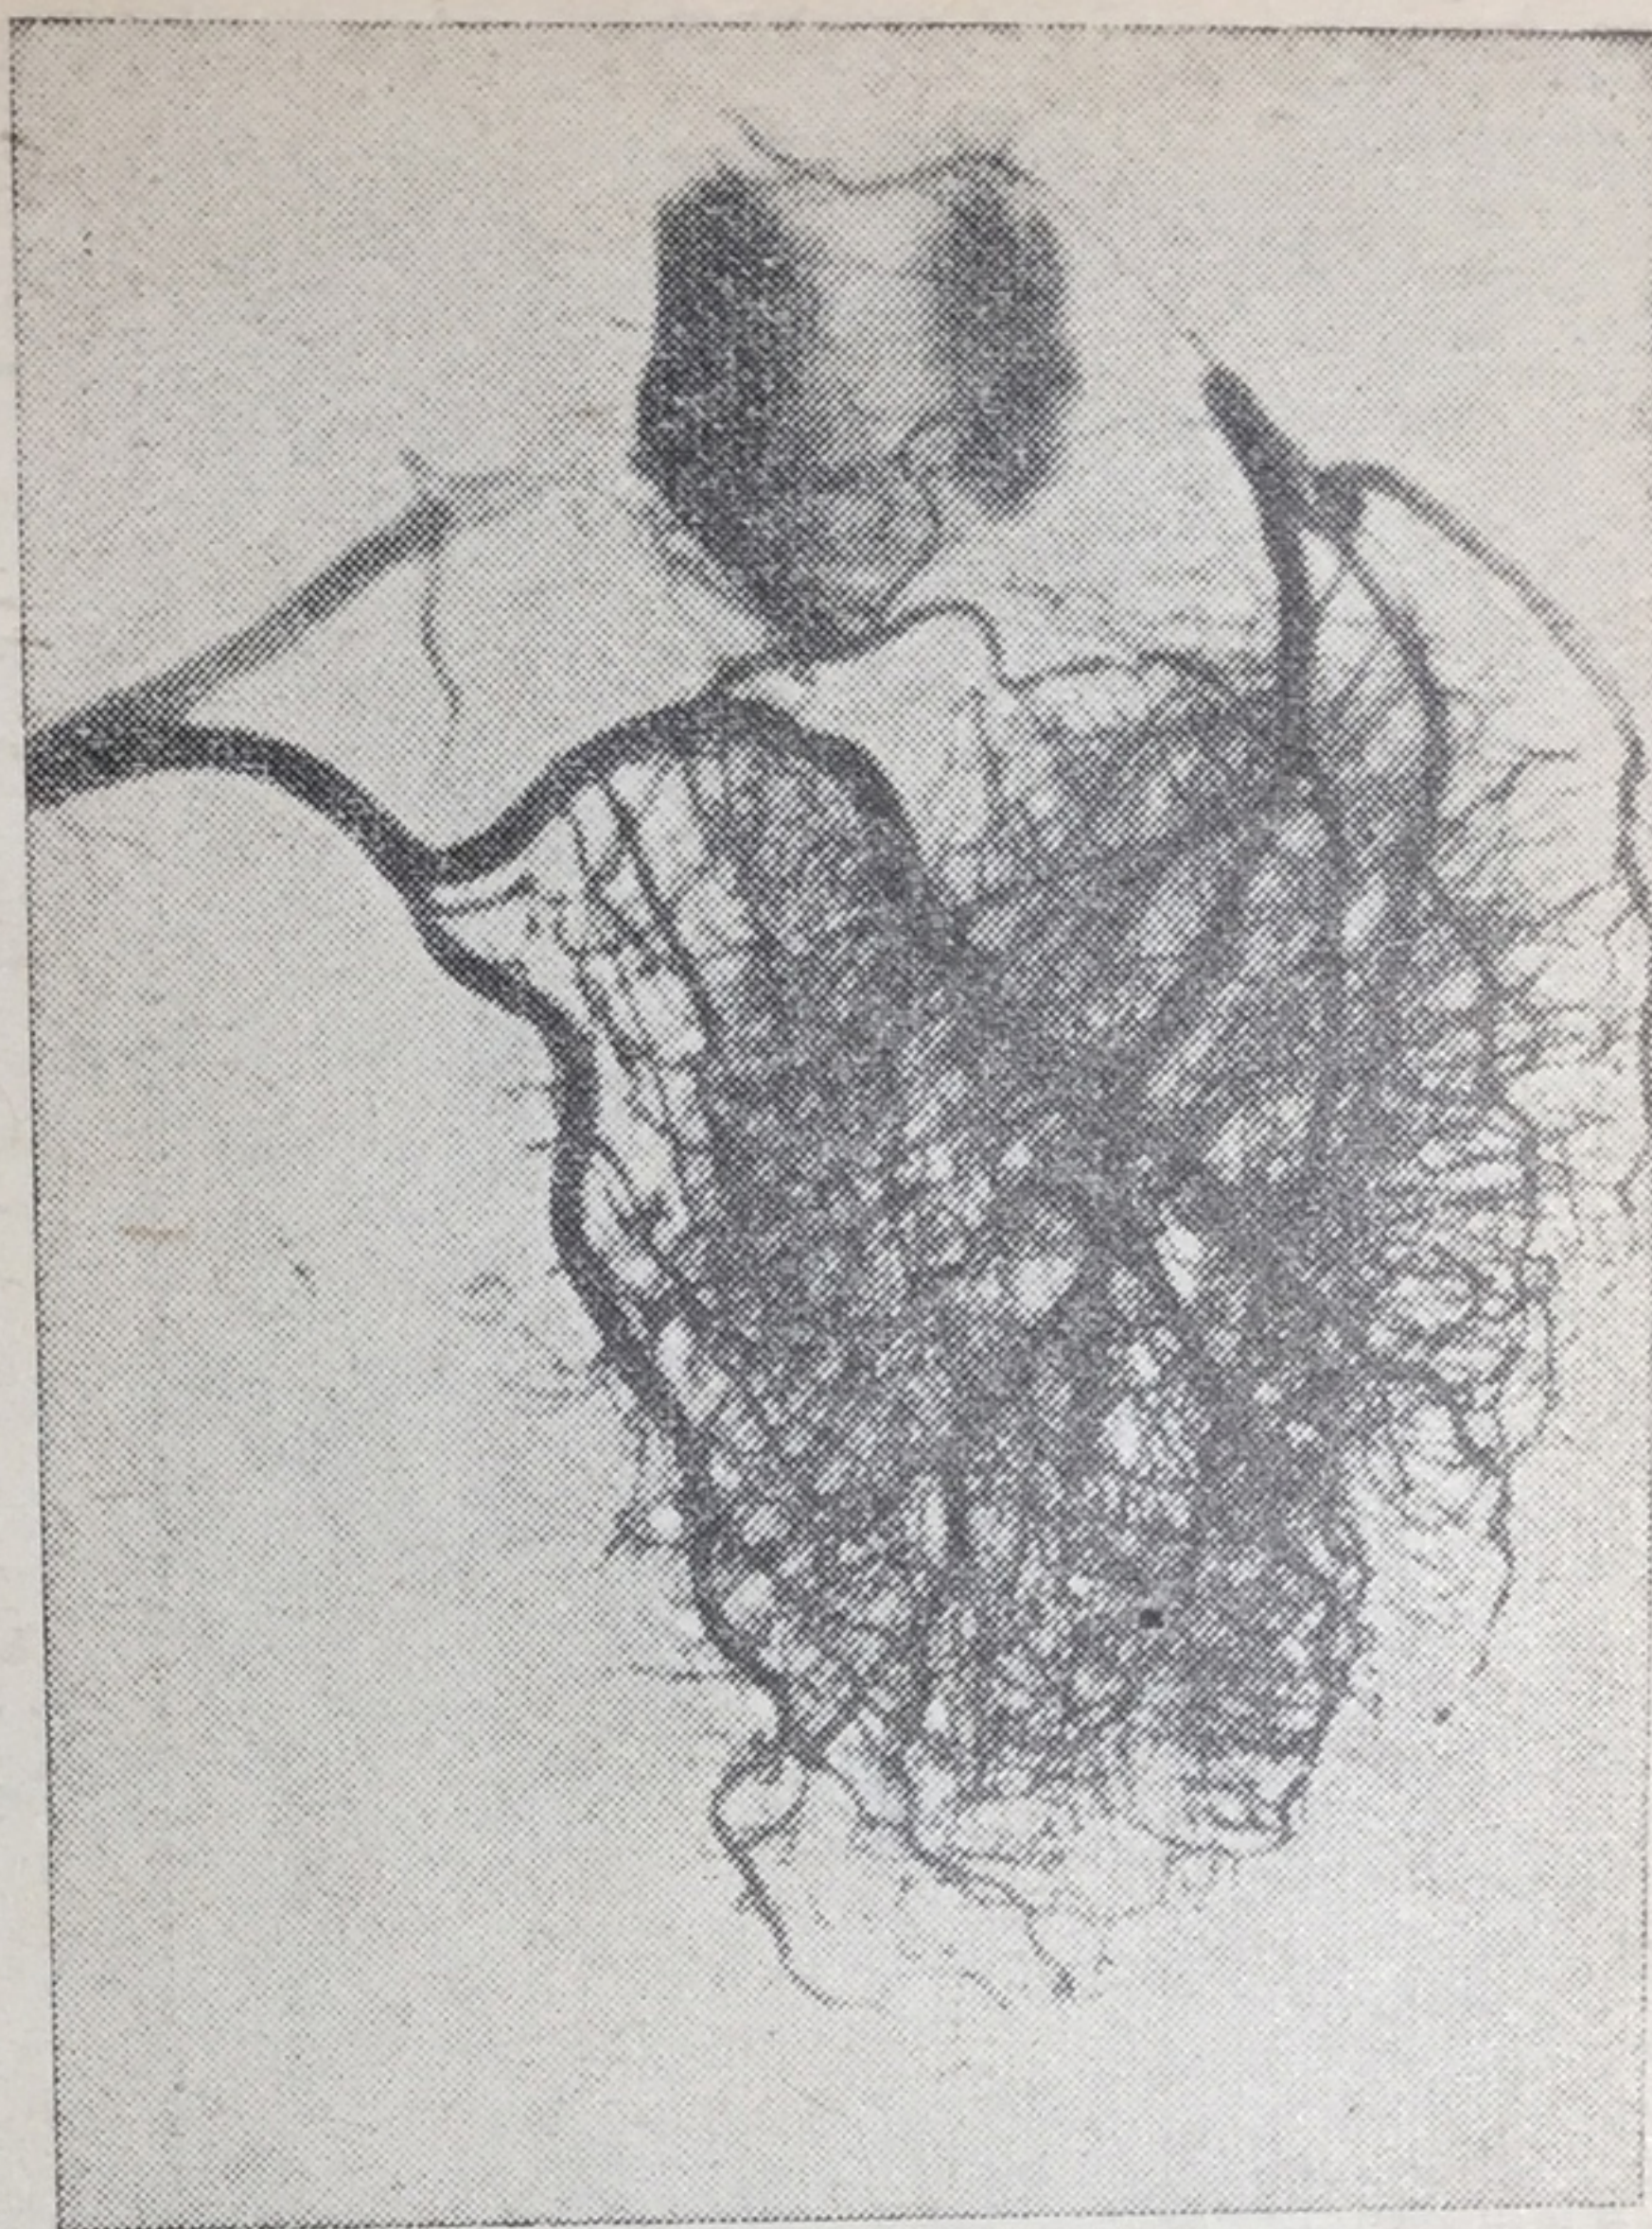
Правый тип кровоснабжения сердца (ангиорентгенограмма).
